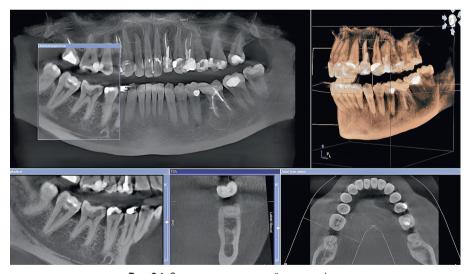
Снимок компьютерной томографии
